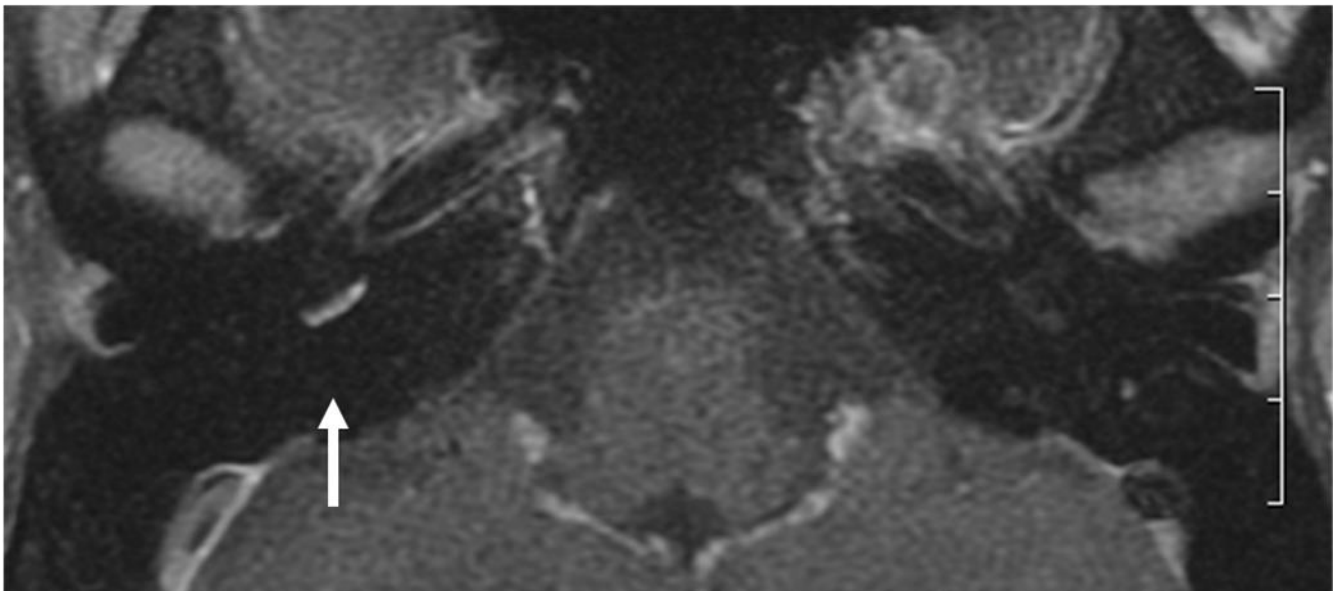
Caso clinico 3- SSNHL destra- RM 3T, sequenza T1-pesata, con m.d.c., scansione assiale: Il giro basale della coclea presenta uno spiccato *enhancement* post-contrastografico.
